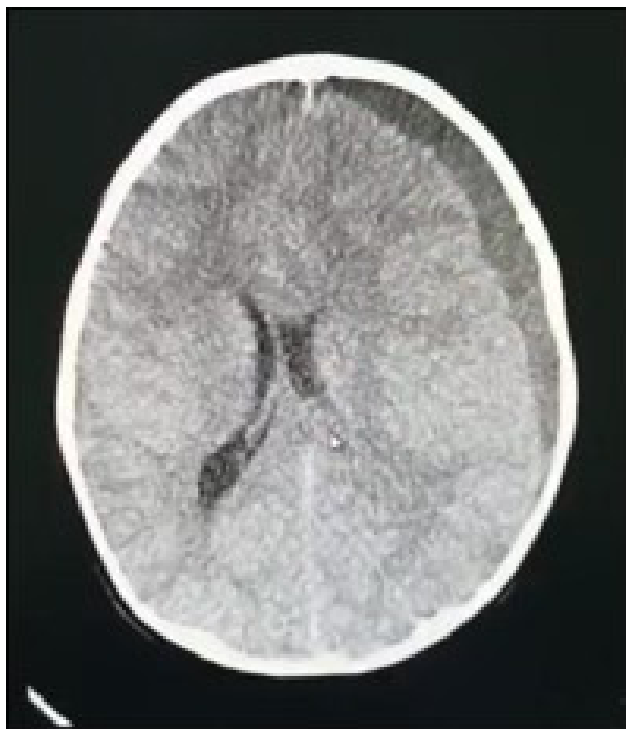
Tomografía de encéfalo sin contraste que muestra hipodensidad en zona fronto-temporo-parietal izquierda, compatible con hematoma subdural izquierdo, que ejerce efecto de masa desviando línea media y colapsando ventrículo lateral izquierdo.
